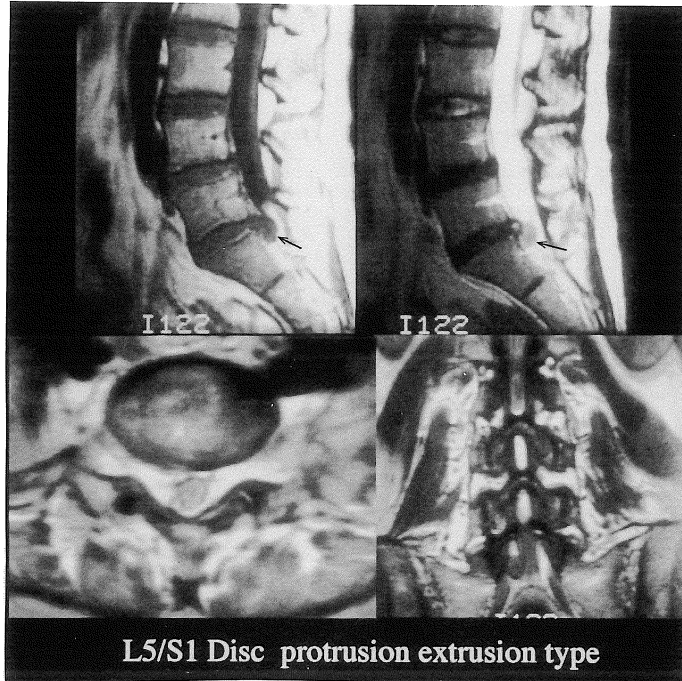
MR images demonstrated extrusion type of lumbar disc hernia (arrow).
